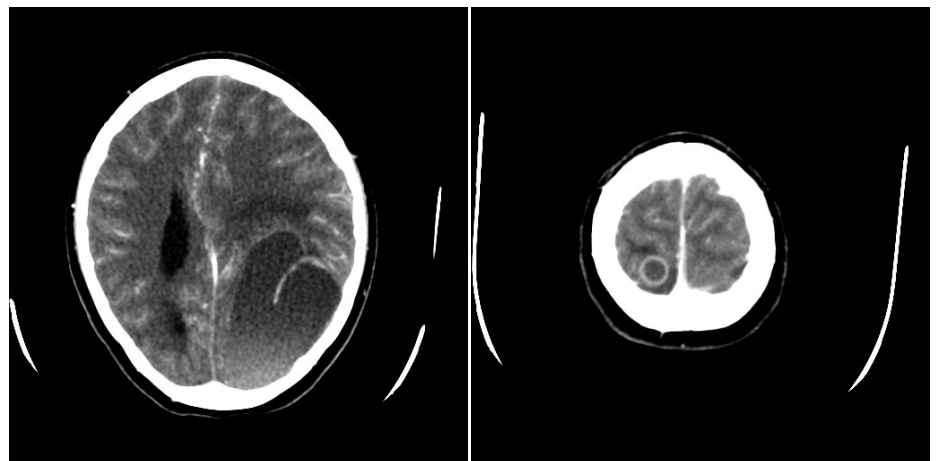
Tomografía computarizada contrastada de cráneo antes de la cirugía, cortes axiales. Se evidencian dos lesiones hipodensas gigantes en la región parieto-occipital izquierda, con edema perilesional y efecto compresivo sobre el parénquima adyacente. En la región parieto-occipital derecha aparece otra lesión hiperdensa más pequeña y de aspecto quístico.
